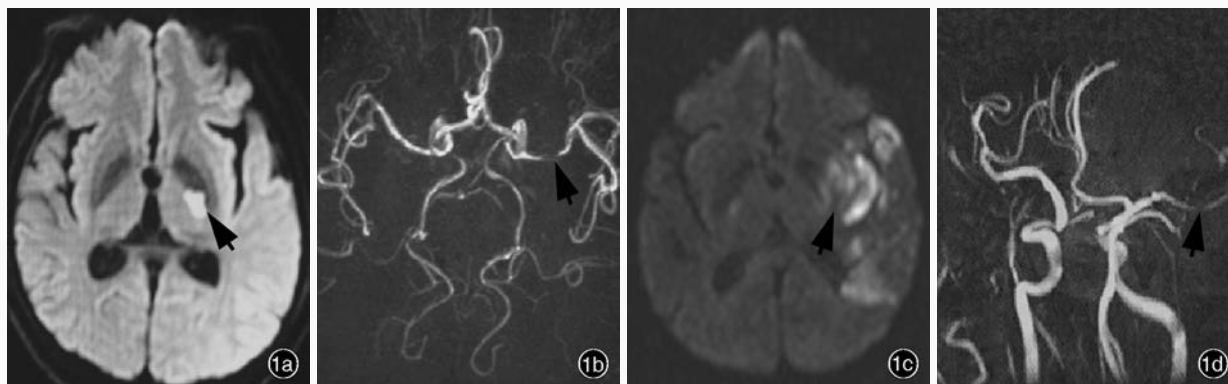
溶栓治疗前后影像学检查所见 1a 溶栓治疗前横断面 DWI 显示左侧基底节异常高信号(箭头所示) 1b 溶栓治疗前 MRA 提示左侧大脑中动脉局限性狭窄(箭头所示) 1c 溶栓治疗后 24 h 横断面 DWI 显示,左侧额颞叶、基底节脑室旁异常高信号(箭头所示) 1d 溶栓治疗后 24 h MRA 检查显示,左侧大脑中动脉显影不良,远端分支减少(箭头所示)
